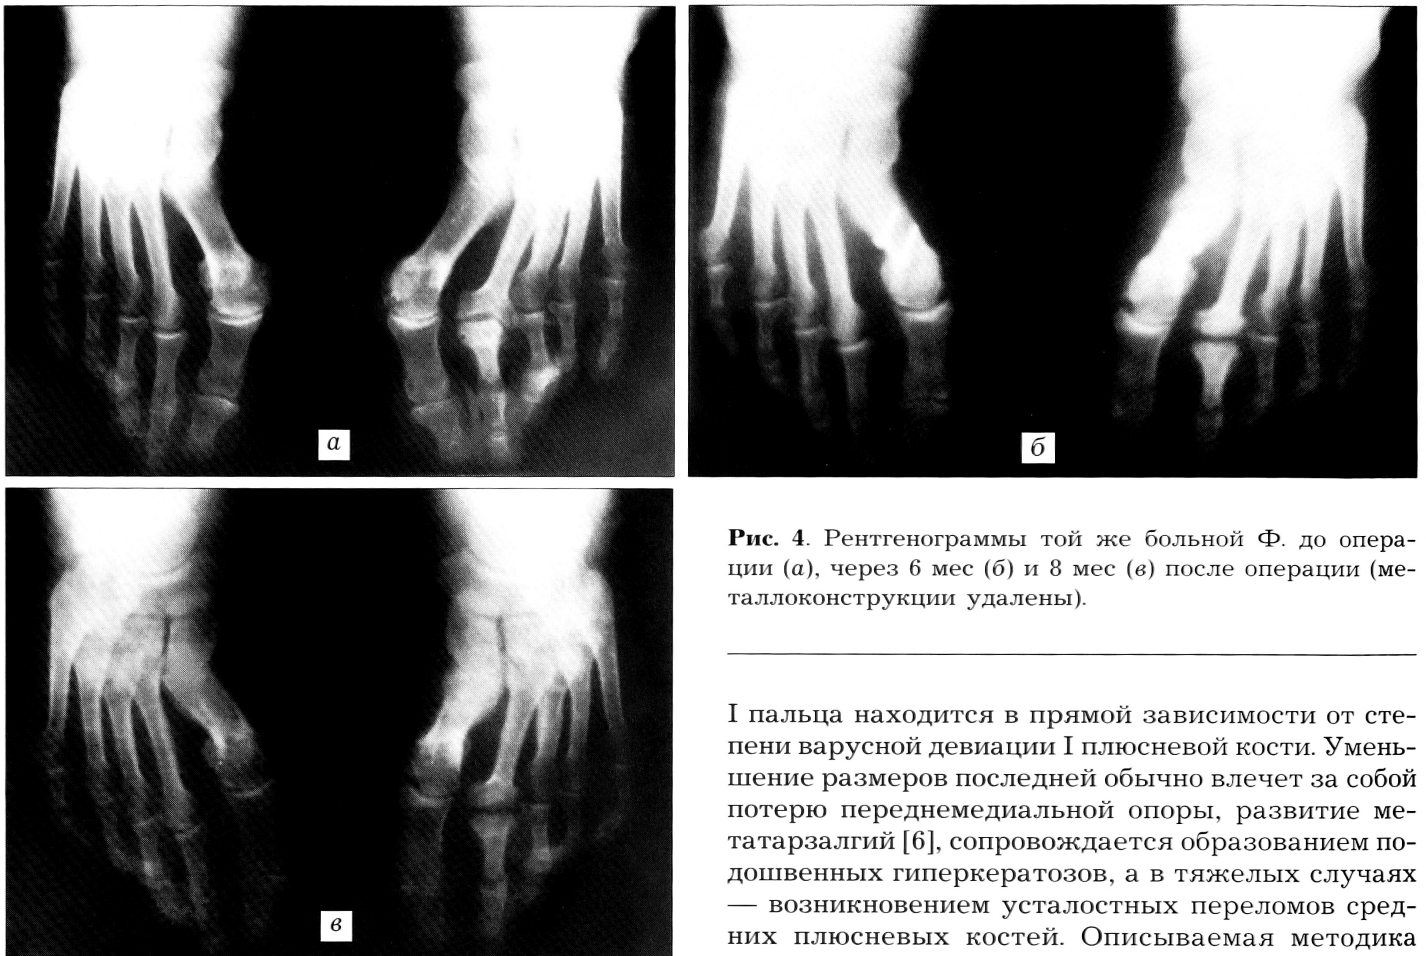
Рентгенограммы той же больной Ф. до операции (а), через 6 мес (б) и 8 мес (в) после операции (металлоконструкции удалены).
